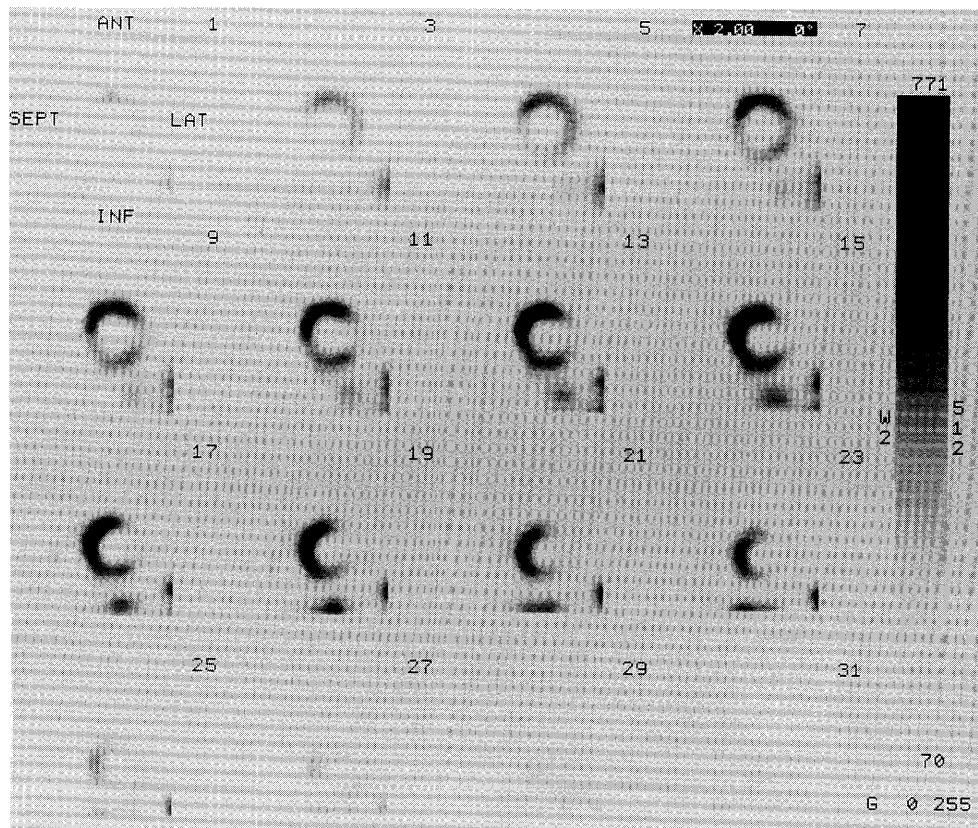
Tl-201 myocardial perfusion SPECT reveals focal defect in lateral wall to apex, but this area is a little different from circumflex territory (Case 2).
